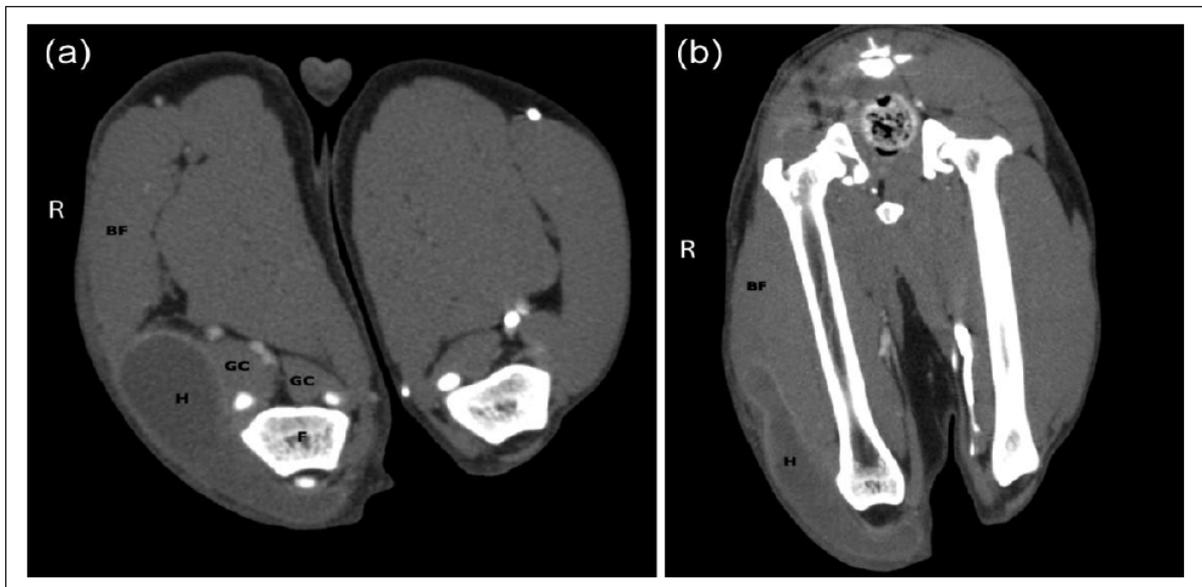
(a) Computed tomography (CT) reconstruction of a transverse section of the hindlimbs at the level of the stifle in the venous phase after intravenous (IV) contrast administration. Right leg: a round subfascial space-occupying lesion is seen cranial to the moderately compressed biceps femoris muscle extending towards the patella. This lesion shows a central region of hypoattenuation in comparison with the musculature with thin rim enhancement. (b) Dorsal CT reconstruction of the upper hindlimbs in venous phase after IV administration of contrast medium. The lesion is extending to the mid-diaphyseal level of the right femur, compressing the right biceps femoris muscle. F = femur; GC = ossa sesamoidea with adjacent musculus gastrocnemii; BF = biceps femoris; H = haematoma/lesion
